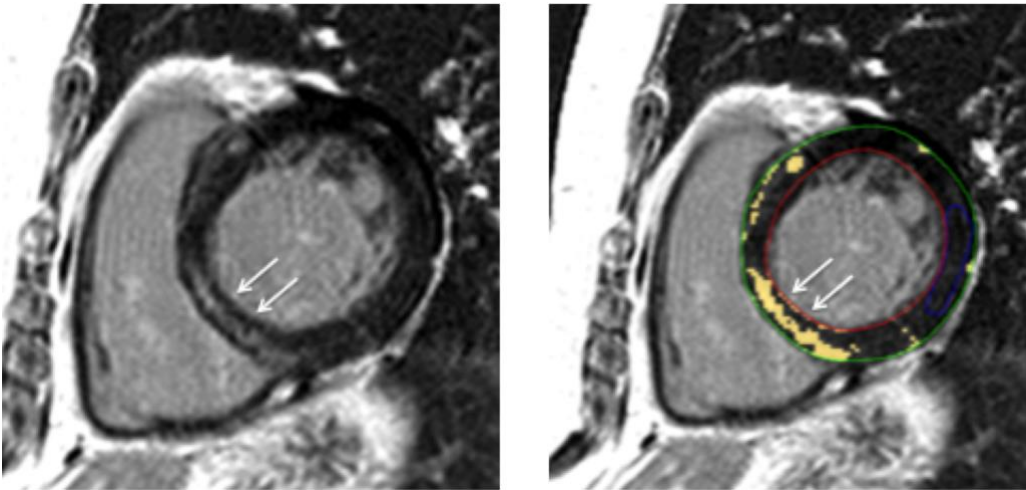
Patient mit FSHD1 und erhaltener linksventrikulärer Funktion im Kardio-MRT. Darstellung der fokalen Fibrose (Pfeile) in kurzen Achsen, septal basal mittels Late Gadolinium Enhancement (LGE).
